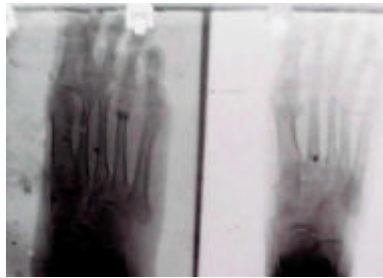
Radiografía de ambos pies: acortamiento del primer metacarpiano y falange proximal del primer artejo, así como reducción de los espacios interfalángicos*
